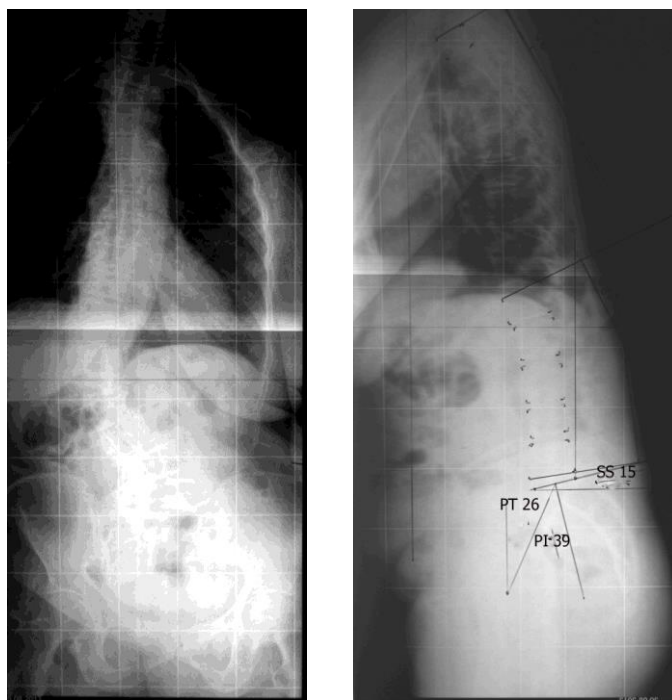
Рентгенограммы пациентки П., 74 года, выполненные в положении стоя
